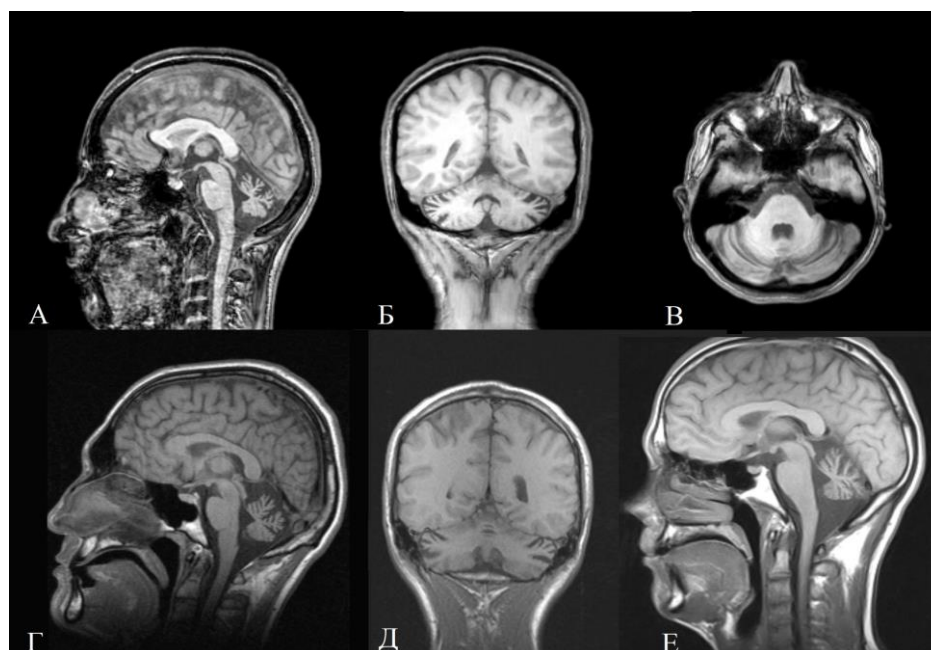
МРТ головного мозга (Т1-ВИ): А–В – пациентка с АТ; Г, Д – пациенты с АОА 2 типа; Е – пациент с АОА 1 типа. Отмечается расширение субарахноидального пространства и борозд мозжечка, истончение извилин полушарий и червя мозжечка
